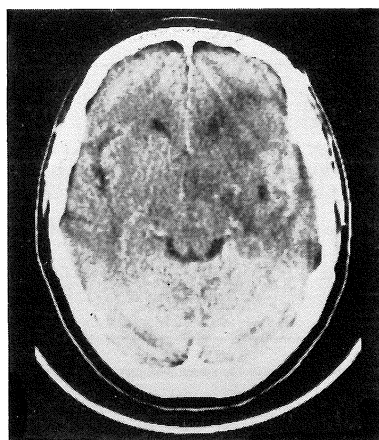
症例1, low grade astrocytoma の造影後X線 CT 像。
